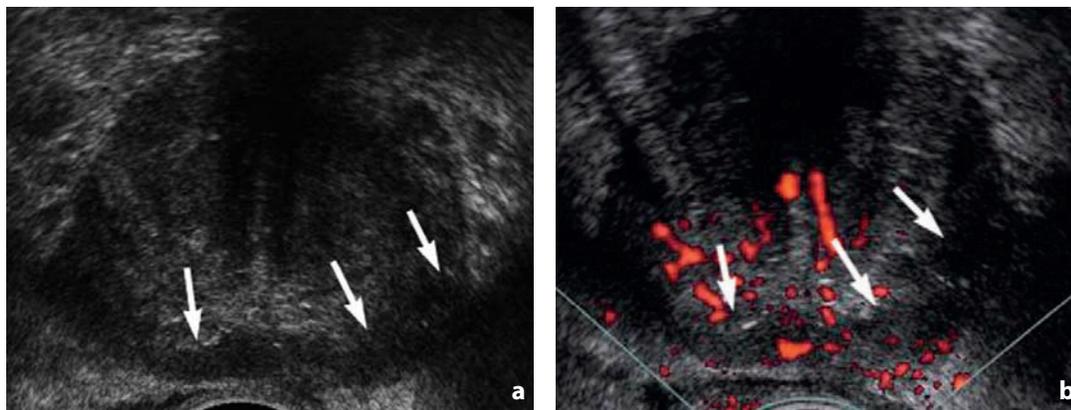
Eco-color-Doppler. Adenocarcinoma prostatico. a La neoplasia (freccie) infiltra a placca la zona periferica diffusamente ipoecogena. b La vascolarizzazione al power-Doppler è solo un poco più accentuata rispetto alla porzione centrale della ghiandola, sede di adenoma
